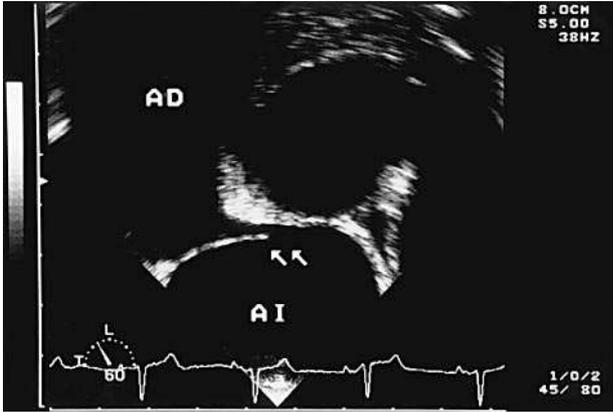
Ecocardiograma transesofágico en el que se observa el foramen oval abierto al realizar maniobras de Valsalva.
